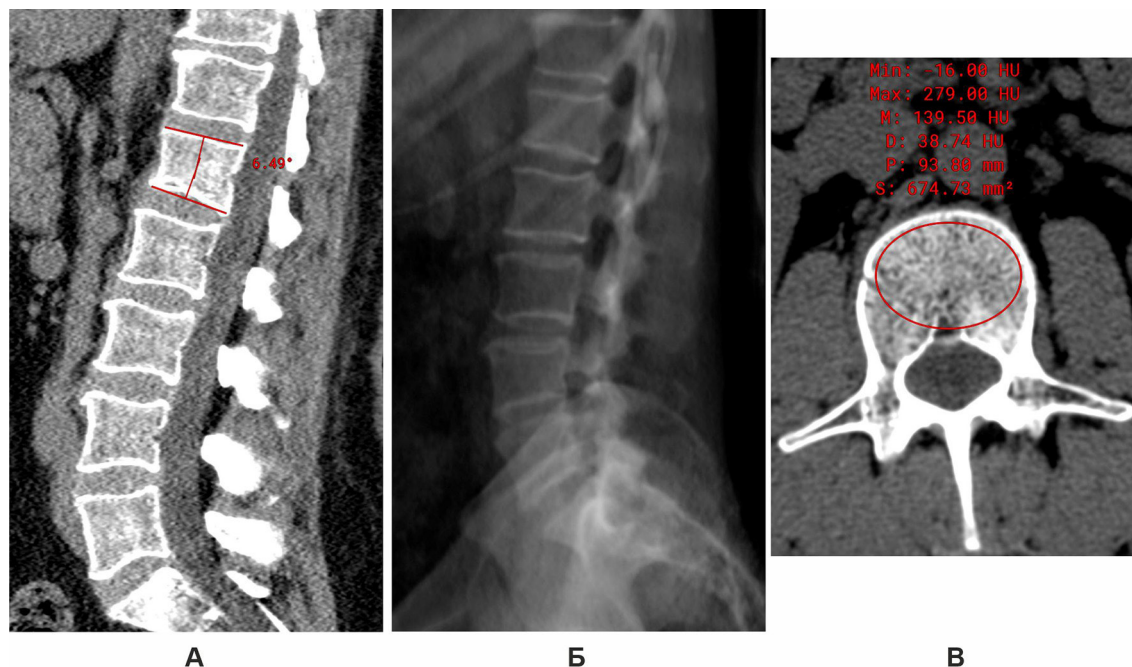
Пацієнтка Л. Наступного дня після травми: А – комп'ютерна томографія, сагітальна реконструкція; Б – спондилографія, бічна проекція; В – комп'ютерна томографія, нативний зріз, аксіальна проекція на рівні тіла хребця L2
